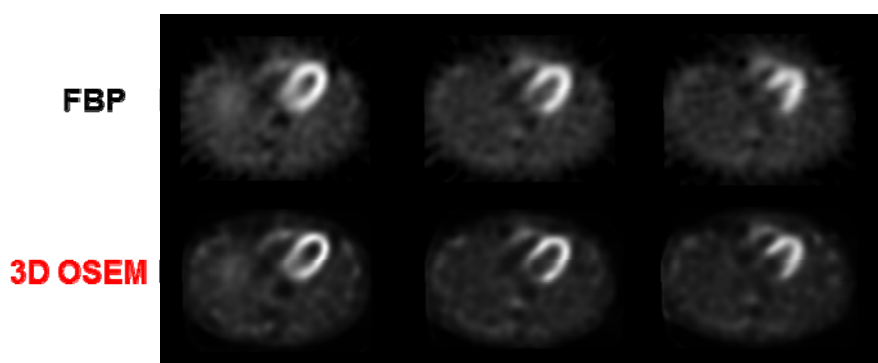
心筋血流 SPECT 画像での比較(データ提供:国立循環器病研究センター)
